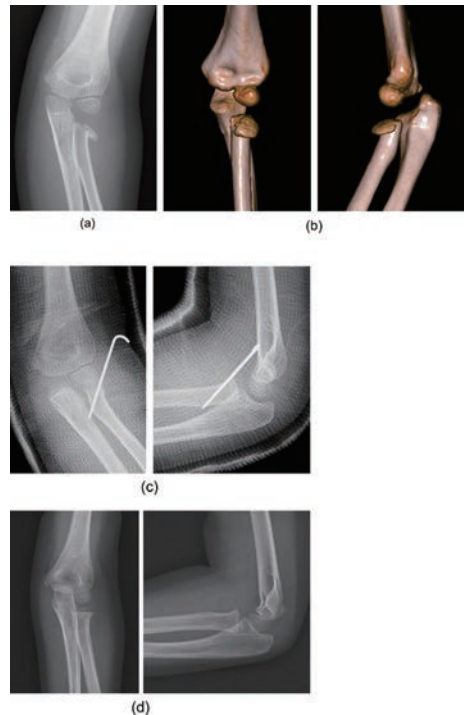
受傷時単純レントゲン (a), 3D-CT では骨片のやや前方寄りの転位を認める (b), 術後単純レントゲン (c), 最終調査時単純レントゲン (d).
